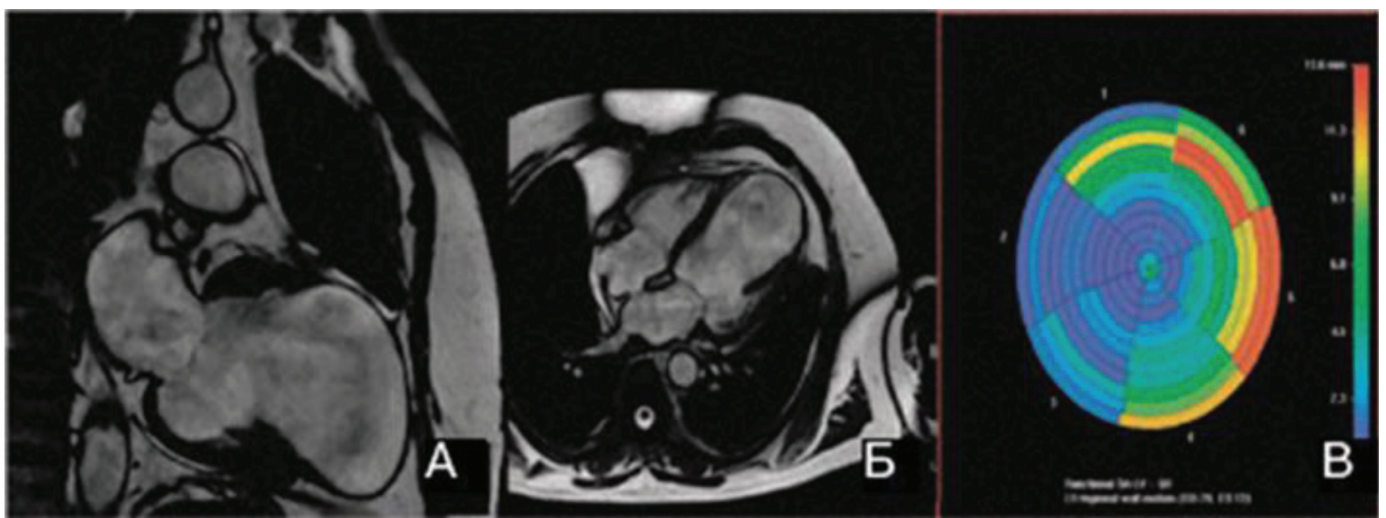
Пацієнт О., 74 роки. Томограма (МРТ без внутрішньовенного контрастування). Аневризма ЛШ.
